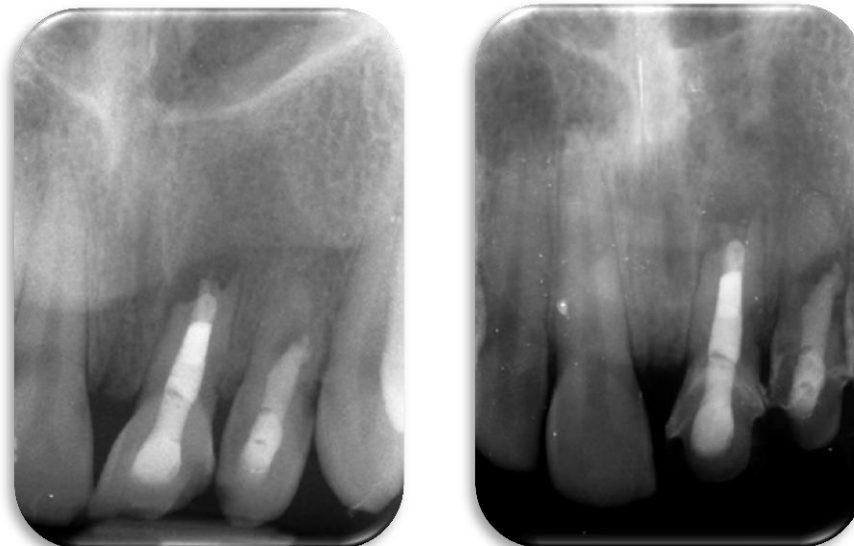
Radiografía periapical con sellado apical de MTA.¹¹
